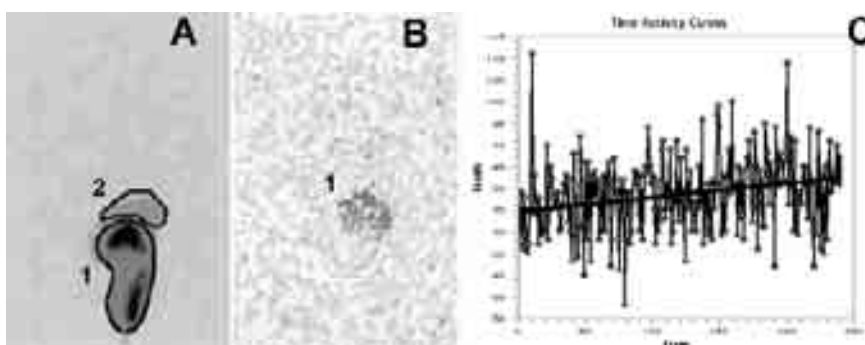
Данные сцинтиграфии на 6 сутки моделированной обтурационной непроходимости кишечника. А – Динамическая сцинтиграфия. Суммационная сцинтиграмма за 4 часа исследования: регистрируется поступление меченых бактерий в область печени. Обведены зоны интереса «кишечник» – 1 (место введения БРП) и «печень» – 2. В – Статическая сцинтиграфия после экстирпации кишечника: регистрируется накопление меченых бактерий в проекции печени – 1. С – Кривая активность-время с области печени имеет восходящий вид, что подтверждает поступление БРП в печень.
